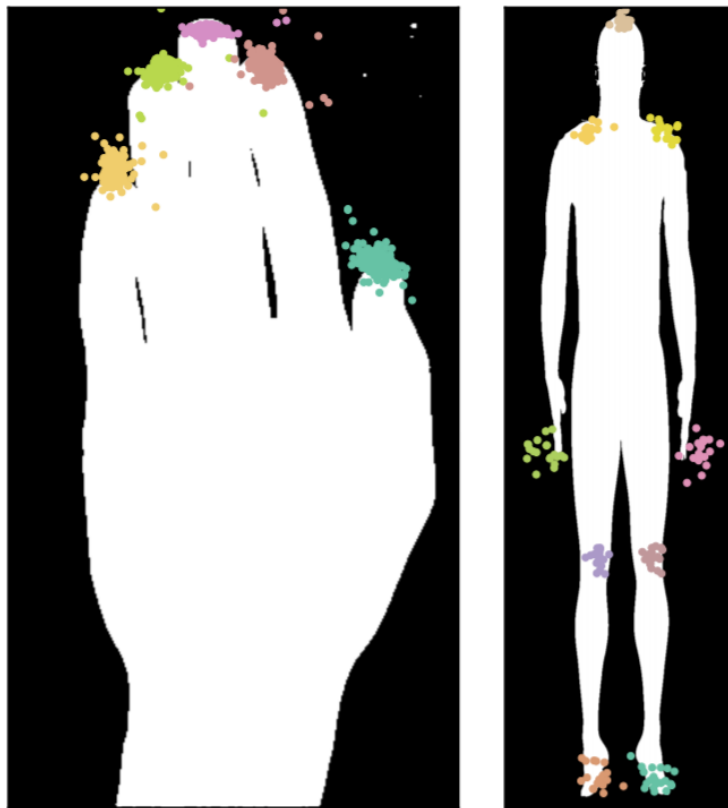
Presnosť lokalizácie landmarkov v MR skenoch dlane (hore) a CT skenoch tela (dole) [15].
